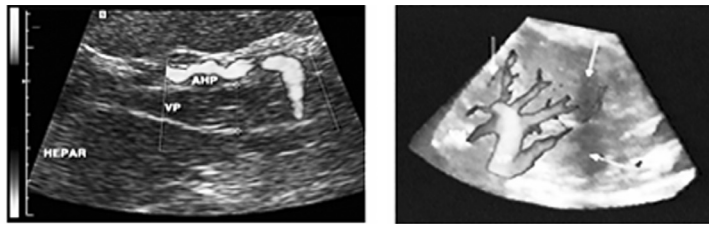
Vena portă. Eco Doppler.
